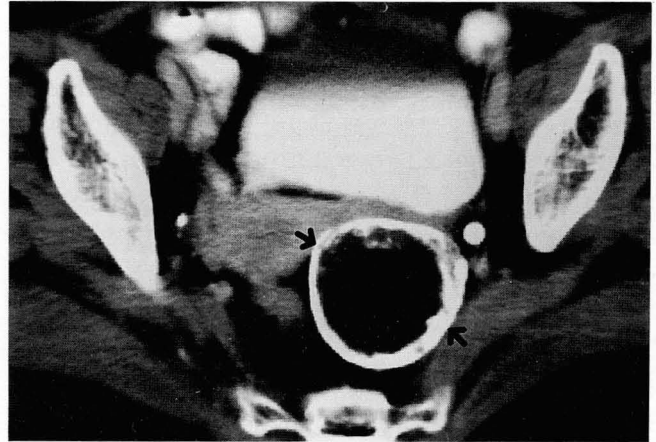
Mature teratoma with torsion and infarction, type I, 68 years old. CT scan shows a round, mainly fatty mass with a thick calcific wall(arrows) in left adnexa. Surgery shows a mature teratoma with infarction by chronic torsion.
